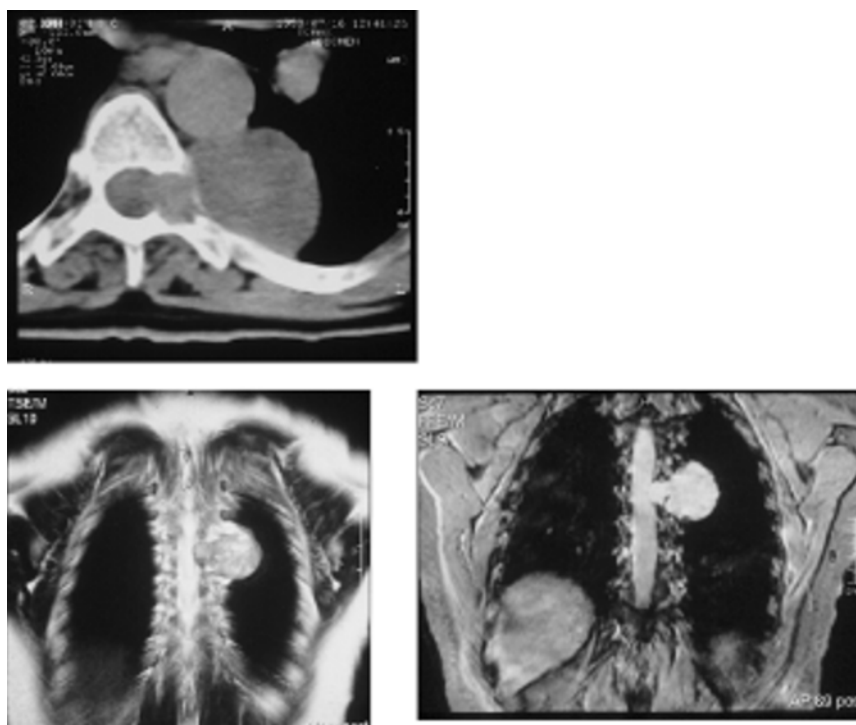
Tumor do mediastino posterior com alargamento de um buraco de conjugação (TC) e porção intra-canal (RM, sem contraste e com gadolínio).
